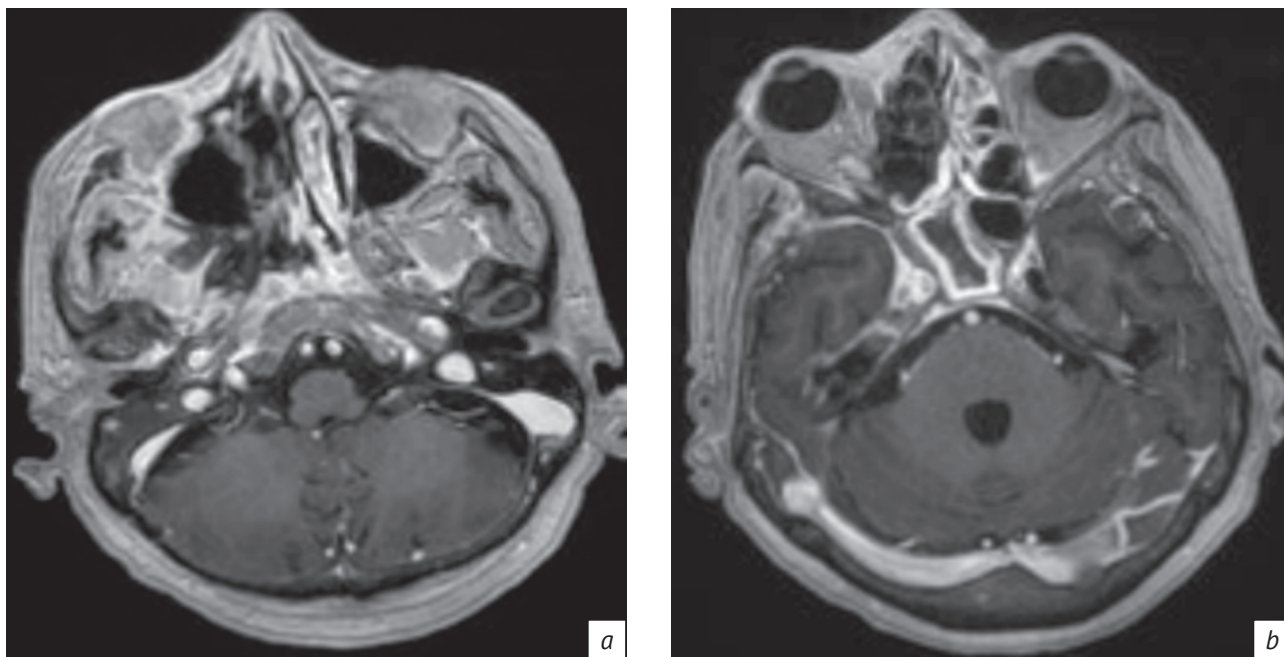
МРТ-изображения в режиме Т1-ВИ в аксиальной плоскости после внутривенного введения контраста. Отсутствует контрастирование нижней носовой раковины справа, стенок и слизистой оболочки правой верхнечелюстной пазухи, крыловидного отростка клиновидной кости справа (а), костных стенок и слизистой оболочки ячеек решетчатой кости справа (b)
